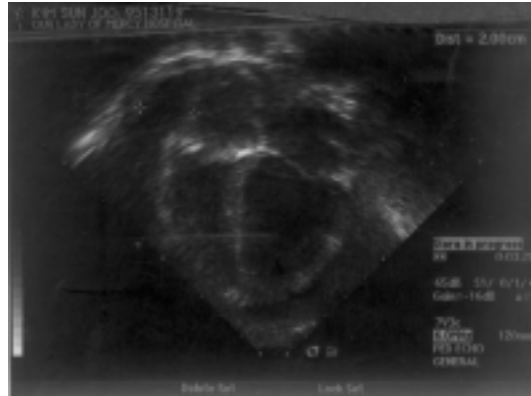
Follow up Echocardiography (four chamber view) on 10th hospital days shows increased pericardial effusion (>17 mm).
